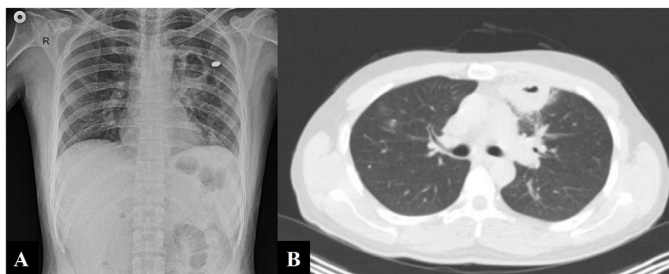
(A) Cavitary lesion on chest X-ray and (B) CT scan.
